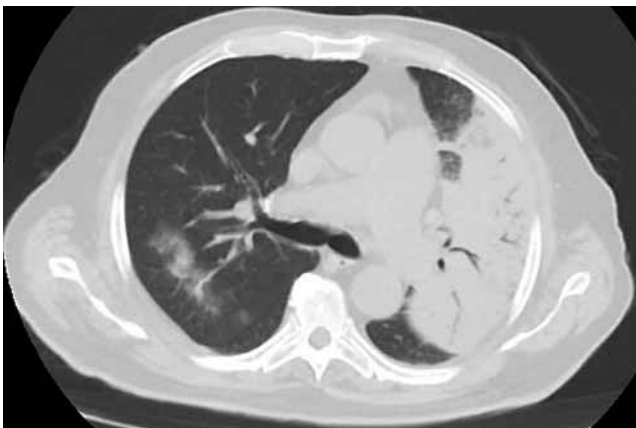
Компьютерная томограмма органов грудной клетки пациента М. 84 лет при поступлении в стационар (описание в тексте)
